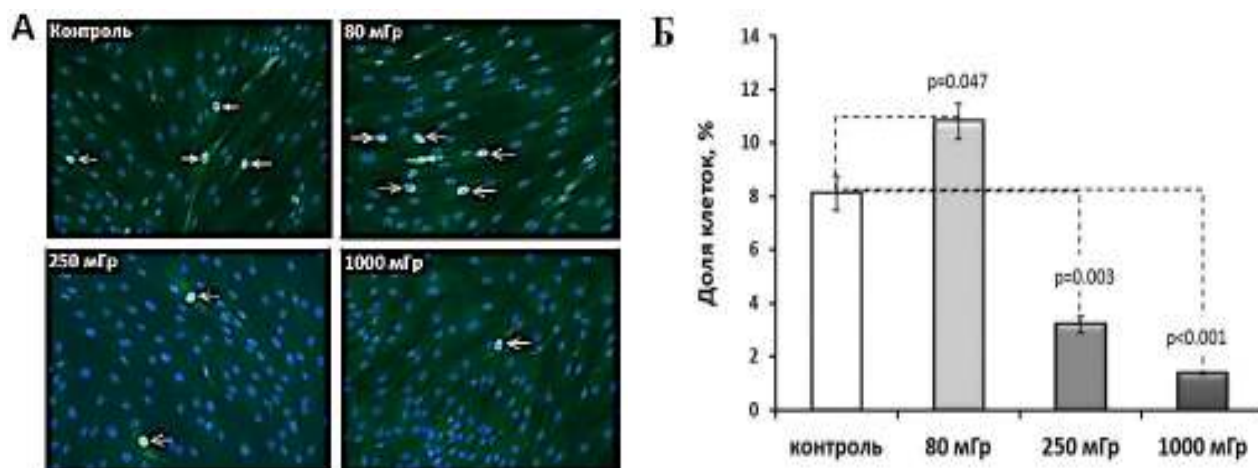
Анализ CENPF позитивных клеток через 24 ч после воздействия рентгеновского излучения в дозах 80, 250 и 1000 мГр.
